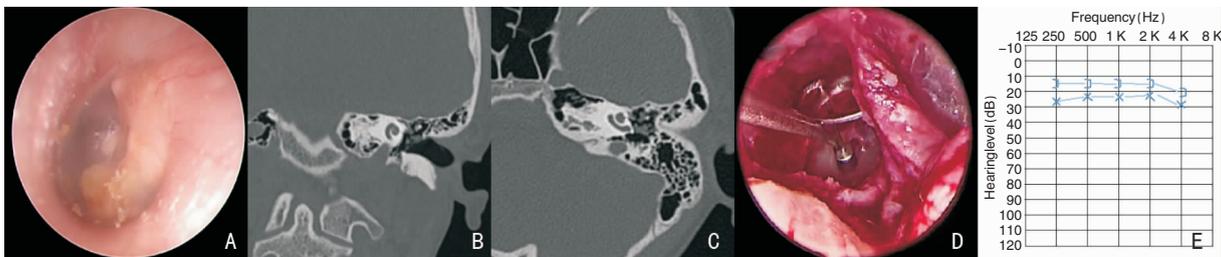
儿童先天性胆脂瘤Potsic III期典型病例 A:耳内镜示左侧鼓膜完整,内侧白色珍珠样物,累及鼓膜多个象限; B、C:颞骨CT示左侧中耳软组织病变,侵犯听骨,未累及乳突; D:术中切除胆脂瘤后探查听骨链,显示镫骨上结构破坏,底板存在且活动佳,予以TORP行人工听骨链重建; E:术后3个月复查听力基本正常,其中骨导16.3 dB,气导26.3 dB,气骨导差10 dB
